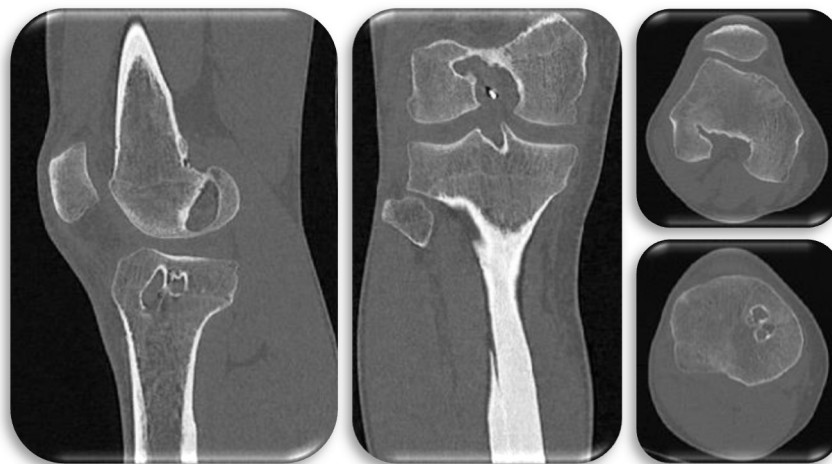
Postoperative Darstellung der Bohrkanäle einer Doppelbündelplastik in der CT
